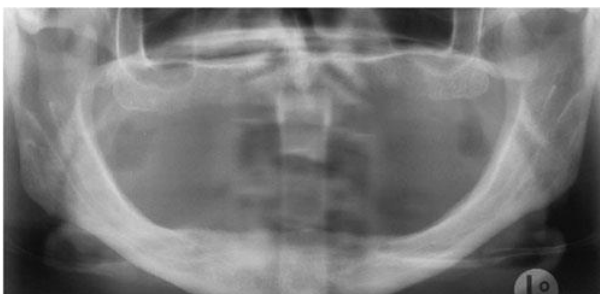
Radiografía panorámica de paciente desdentado
